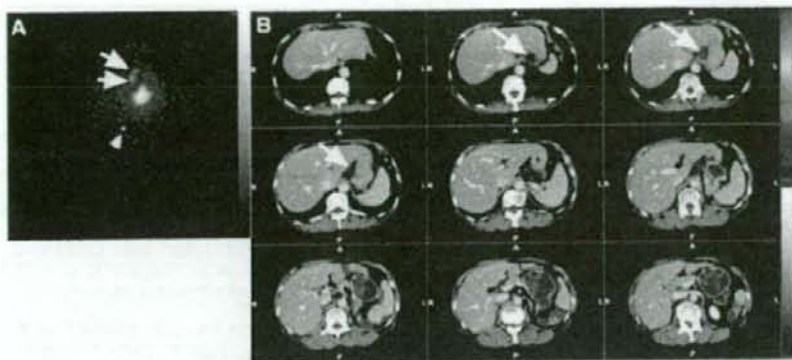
Lymphoscintigraphy of a 63-year-old female patient with 2-cm submucosal gastric cancer. Body mass index of this patient was 21.5. (A) Anteroposterior pre-reconstructed image shows SLN-like radioactive areas (arrows) in upper aspect of injection site. External marker is visible in lower aspect of injection site (arrowhead). (B) SPECT images show SLN-like radioactive areas (arrows) located along the left gastric artery (LGA). Surgery revealed SLNs without metastasis only in LGA basin. (CT images in gray-scale and SPECT images in color).
